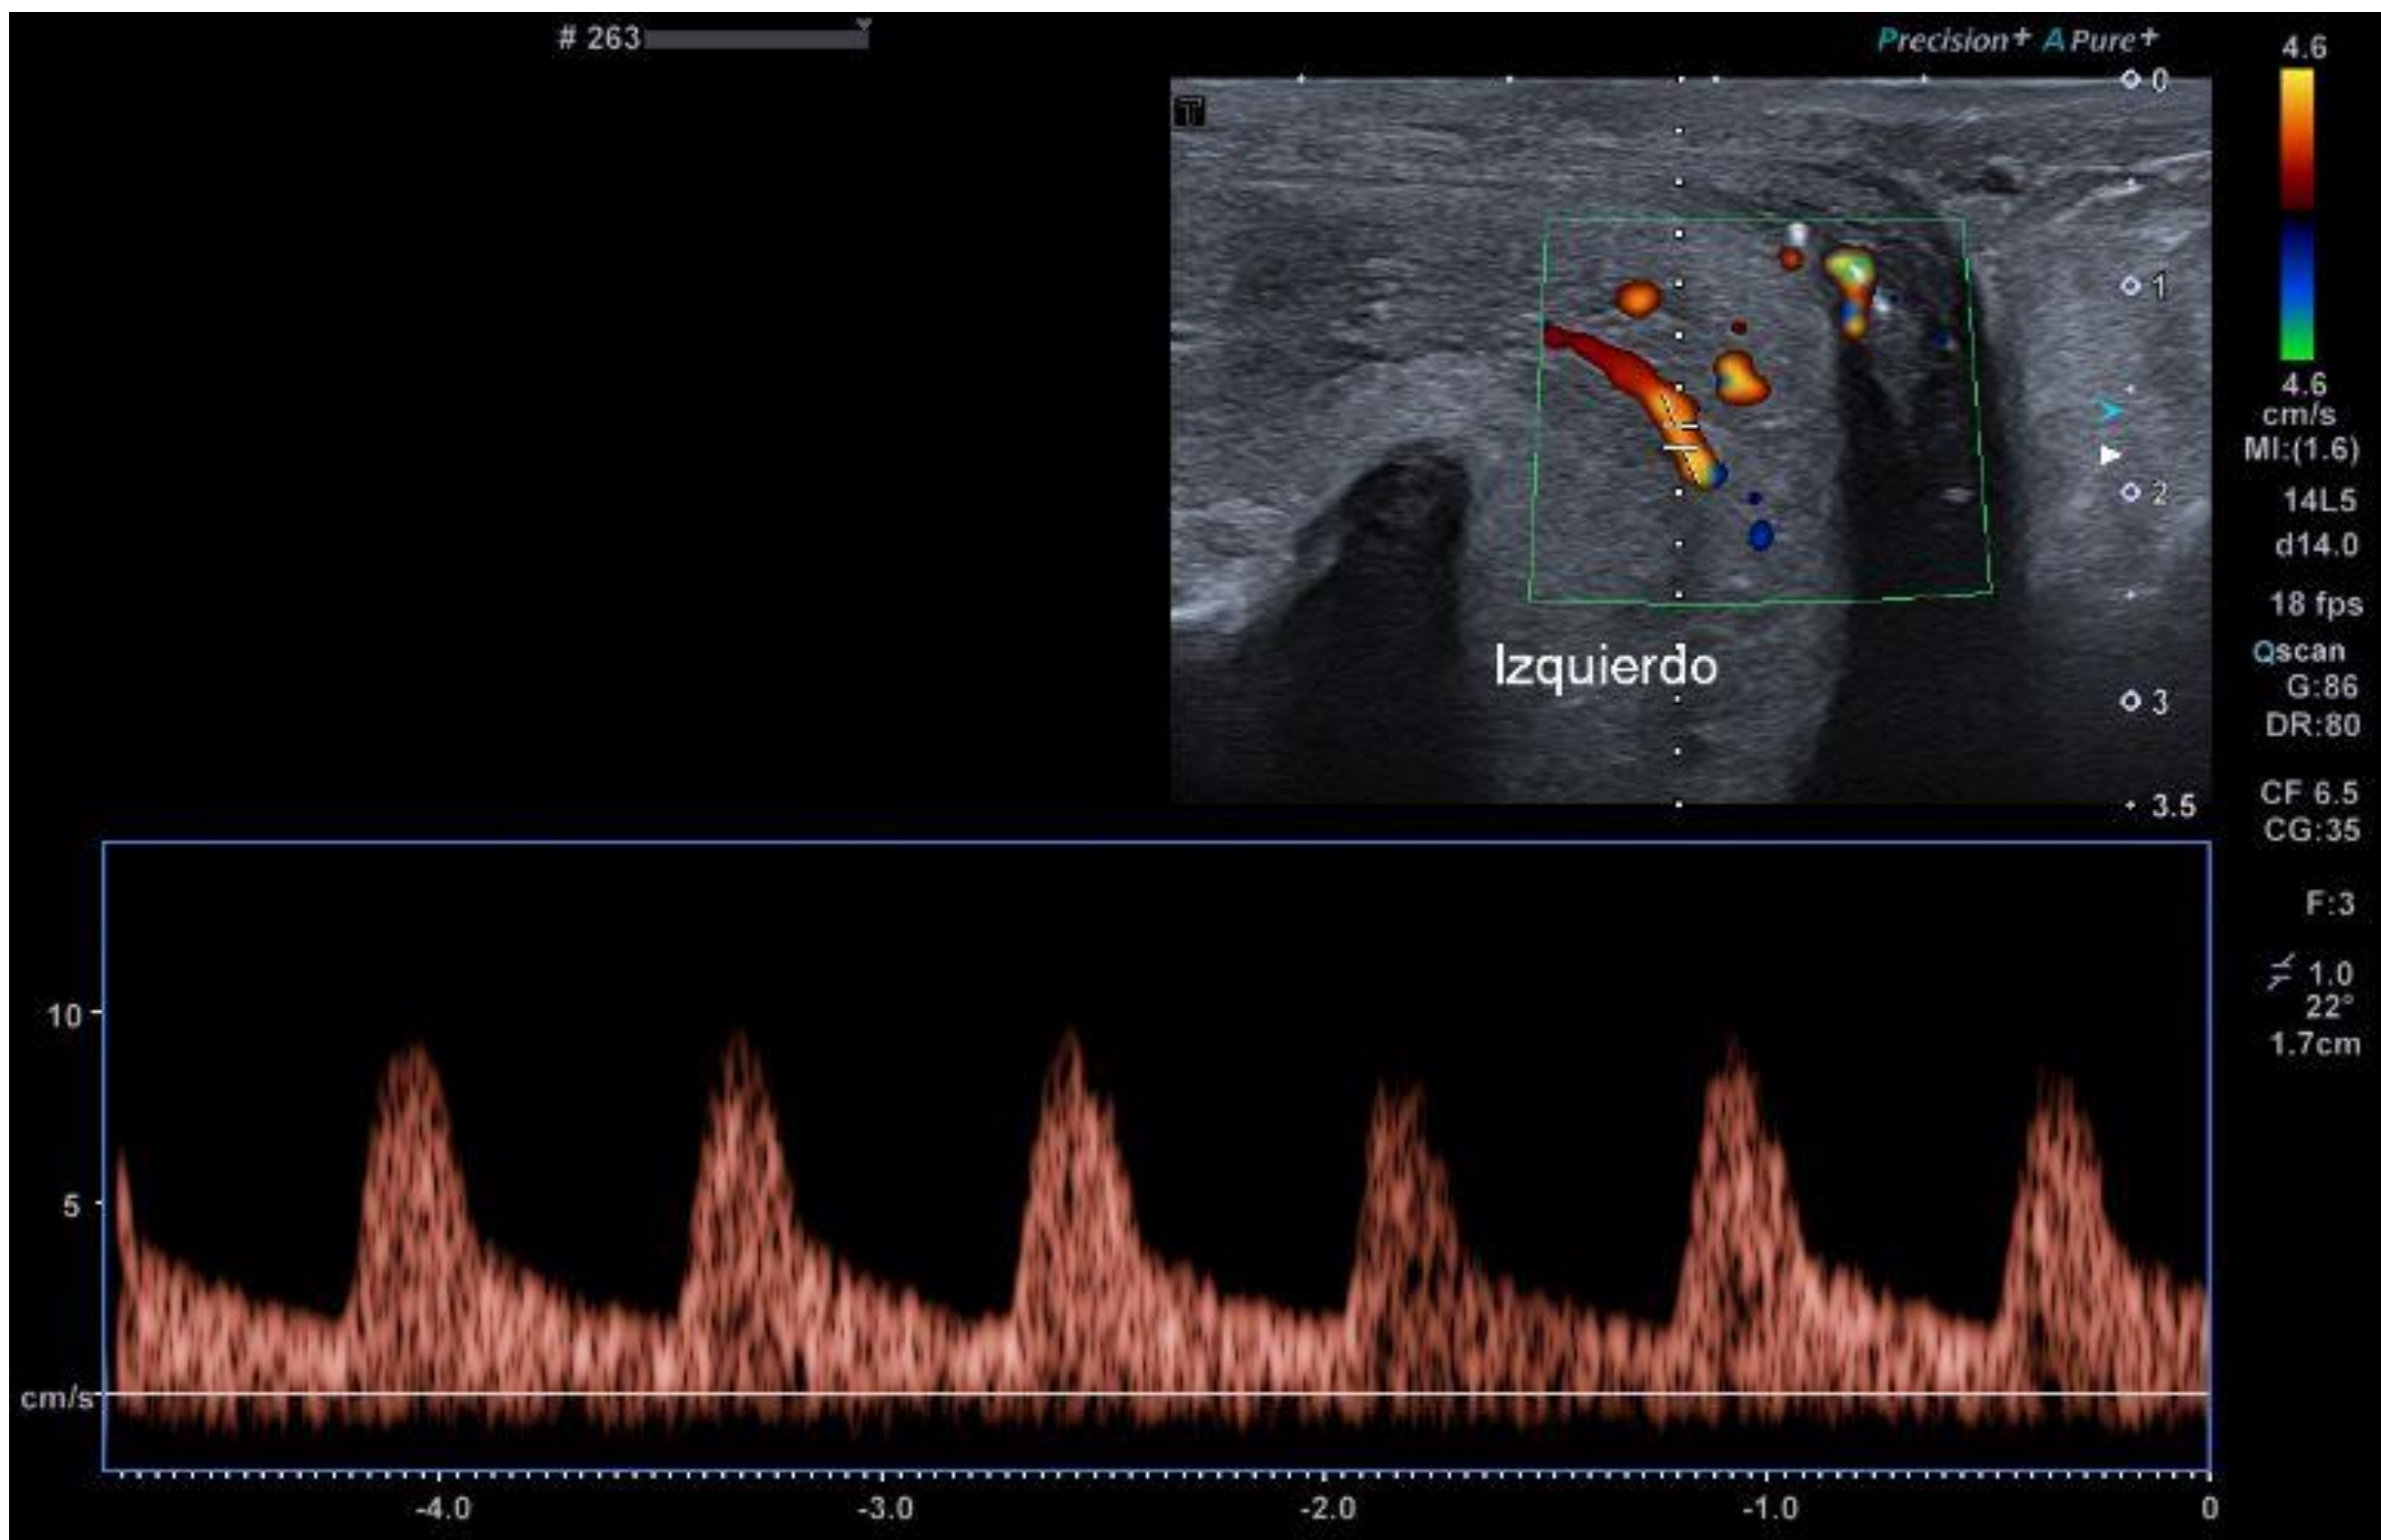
Ecografía Doppler espectral a los 20 min donde se objetiva una VPS < 30 cm/s y un valor de VTD < 5 cm/s, compatible con un patrón de insuficiencia arterial.
